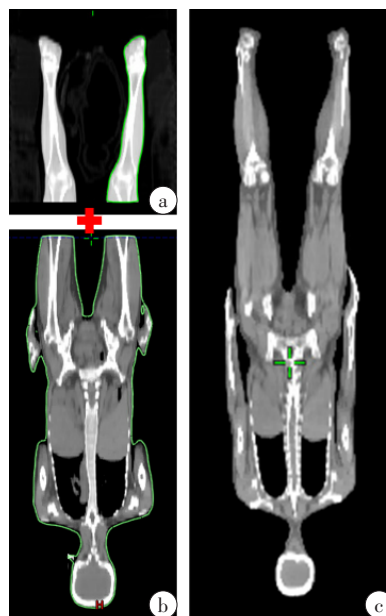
GE Discovery RT扫描得到“CT_Upper”(a)、“CT_Down”(b)和在计划系统Eclipse生成的“CT_Full Body”图像(c)
